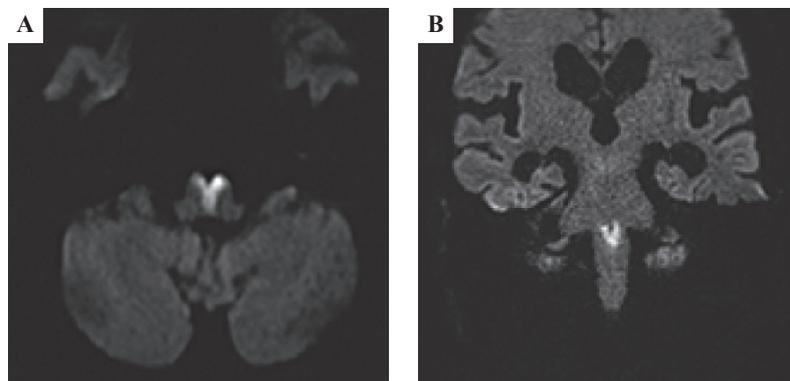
MRI diffusion-weighted images (DWI) findings on 3 days after admission. A: axial view, B: coronal view. A and B clearly showed heart appearance sign after 3 days.
